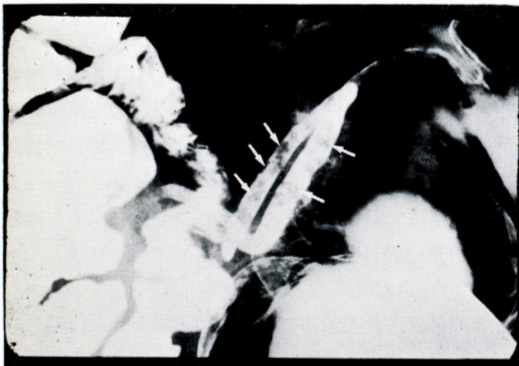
X-ray finding of appendix 1 month after the first treatment (arrow: whipworm).
